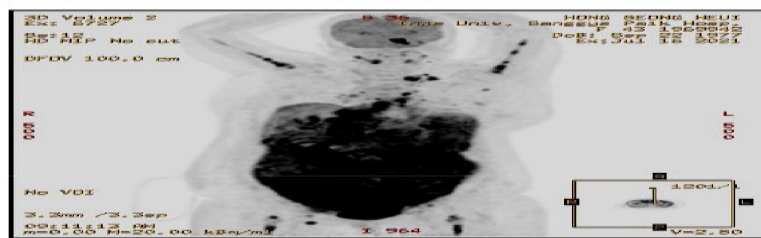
PET/CT showed lymphoma involvement in peritoneum, LNs, bones, muscle, kidney.
